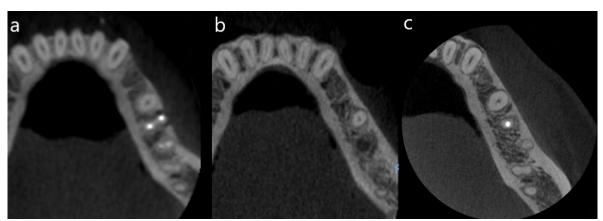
Tomografía. Corte axial. a) Preoperatorio. b) Evolución 24 meses. c) Evolución 36 meses.
